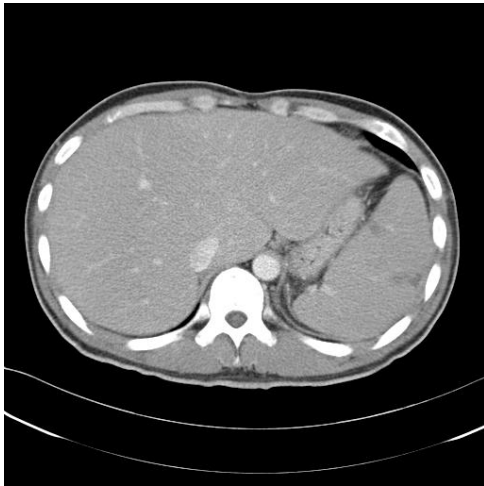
Abdominal CT scan shows hepatomegaly and mild splenomegaly.
